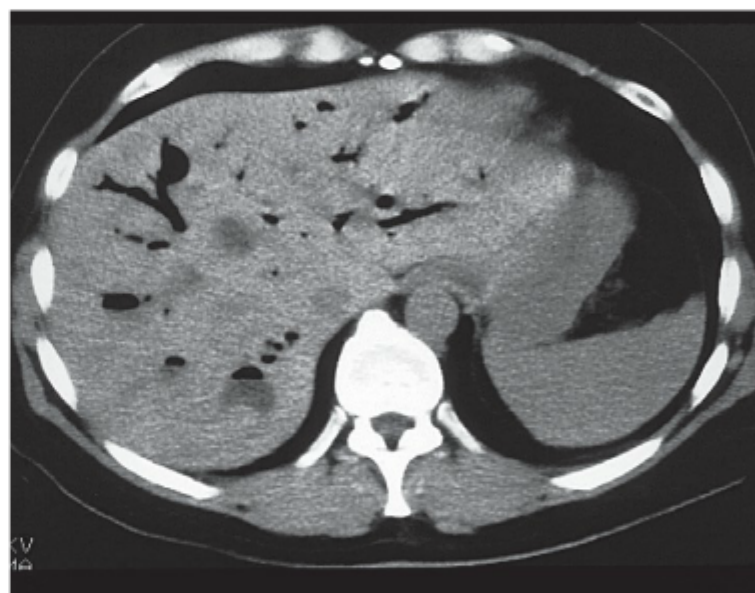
Tomografia computadorizada mostrando doença de Caroli.
